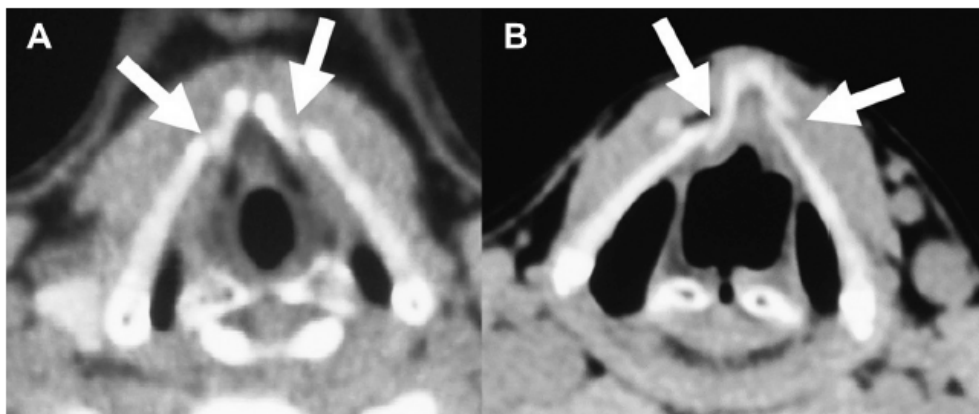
Achados da TC no pós-operatório. As setas indicam transposição da cartilagem.
